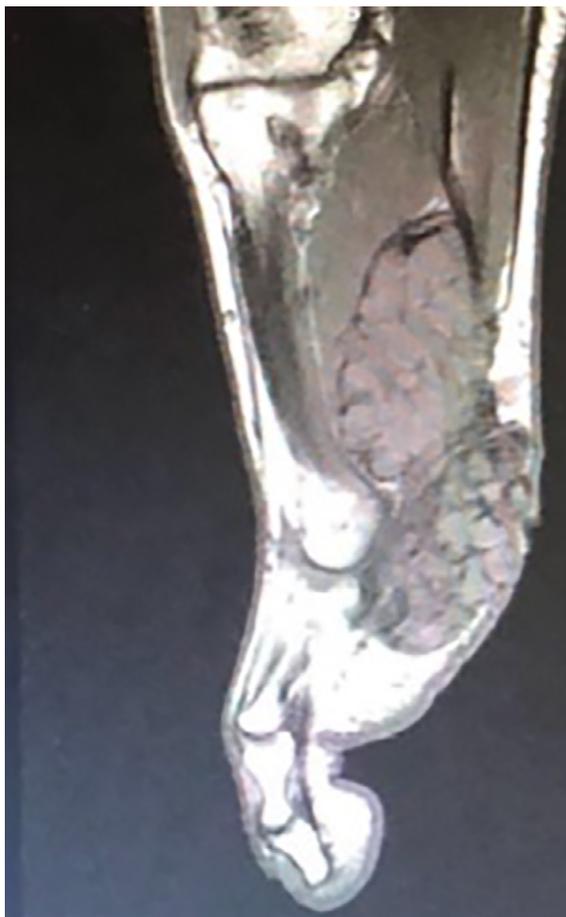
Ressonância nuclear magnética do pé direito, mostrando volumosa massa expansiva nos tecidos moles.
